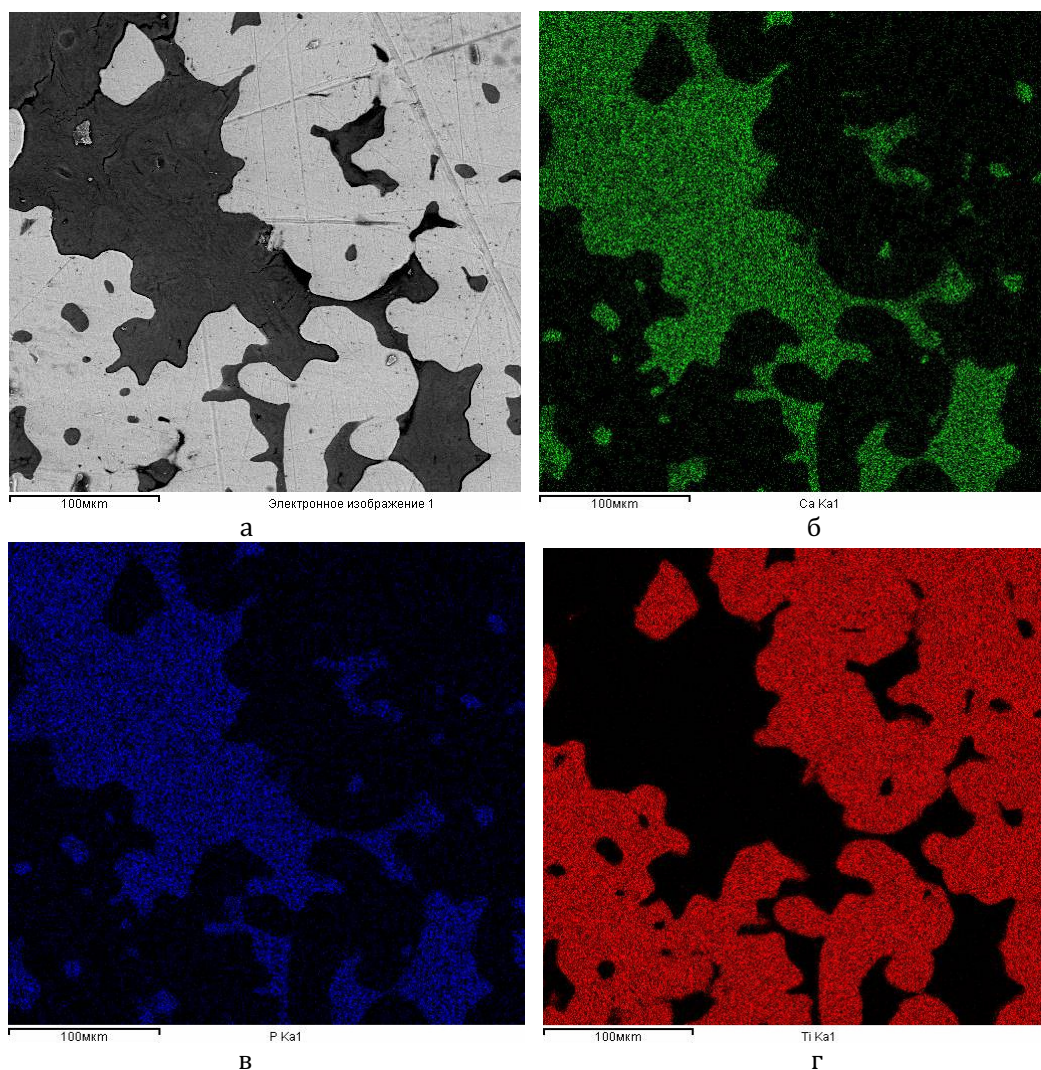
Микроструктура шлифа пористой вставки: а – исходный; б – г - полученные съемкой в характеристическом рентгеновском излучении CaKα(б), PKα(в) и TiKα(г)
